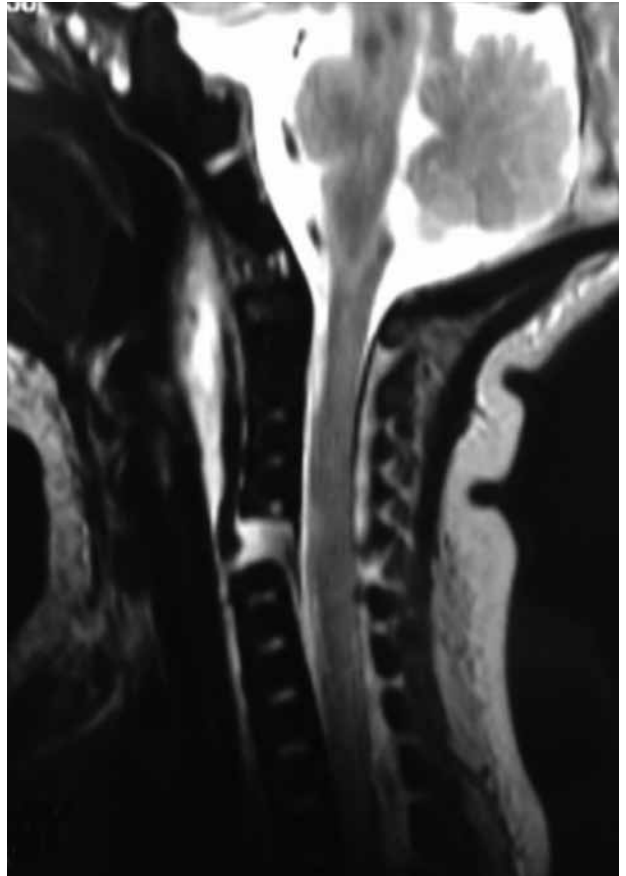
Resonancia magnética al año de la cirugía.
